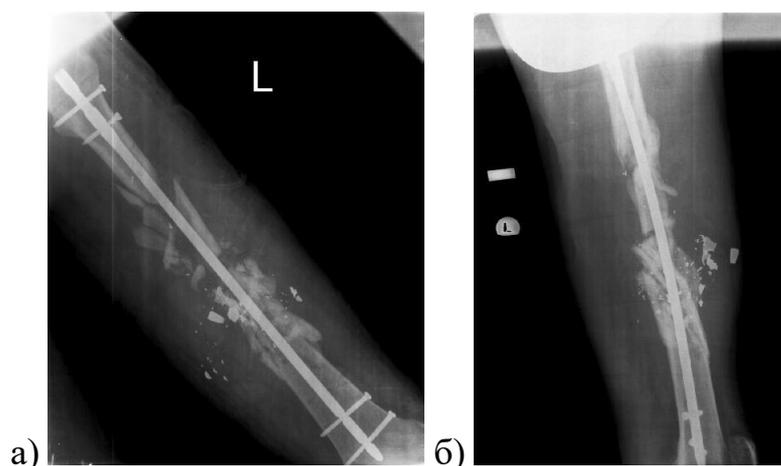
Раненый Л., 37 лет, рентгенограммы левого бедра после внутреннего остеосинтеза: а) прямая проекция; б) боковая
